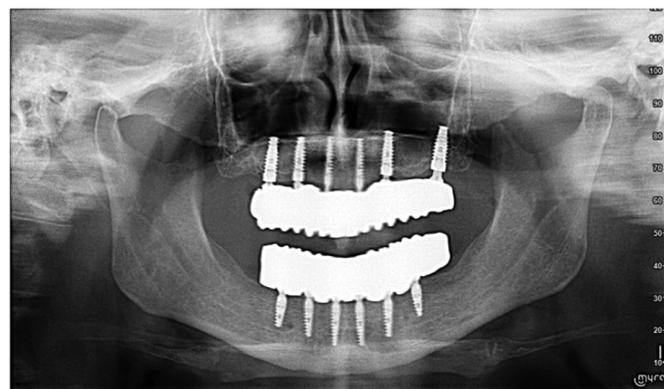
Рентгенологическое исследование пациента Ф. после постоянного протезирования
